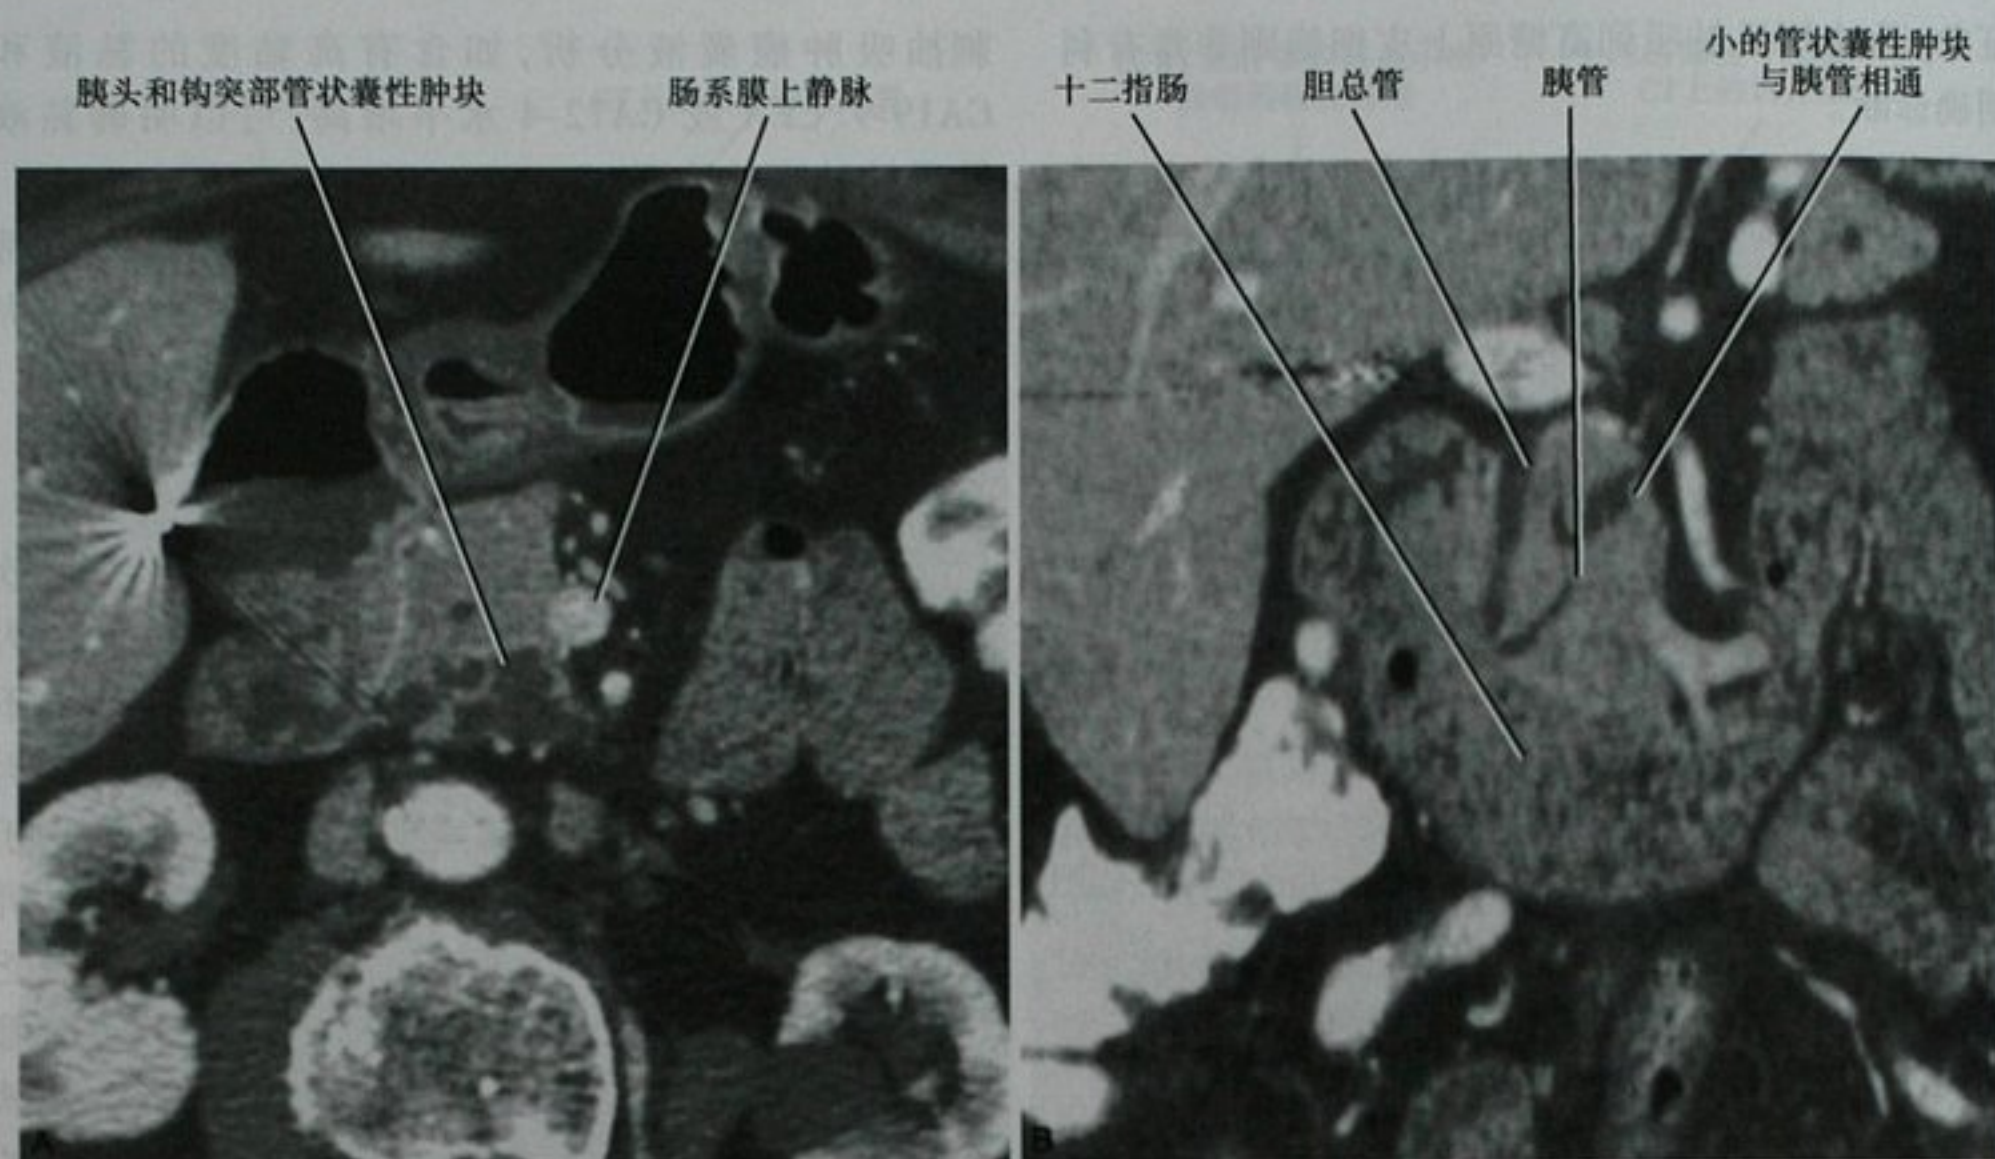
分支胰管型导管内乳头状黏液性肿瘤(IPMN)老年男性患者,通过胰头层面的增强横断面CT(A)和冠状面重建(B)图像
